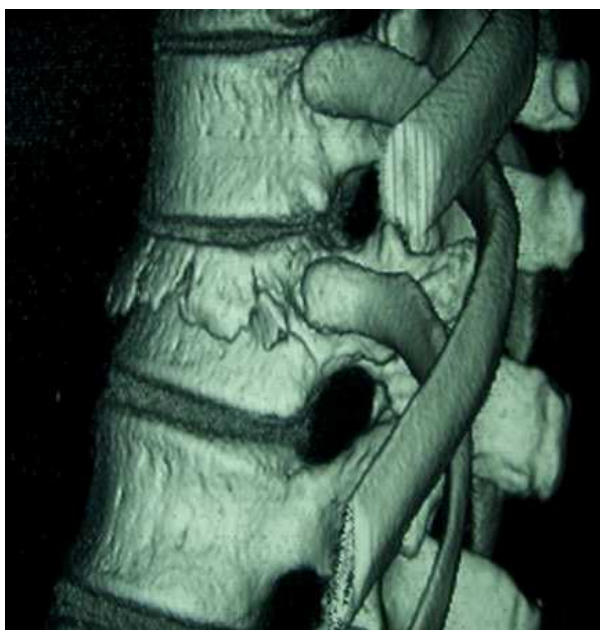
Imagen de reconstrucción de TAC
